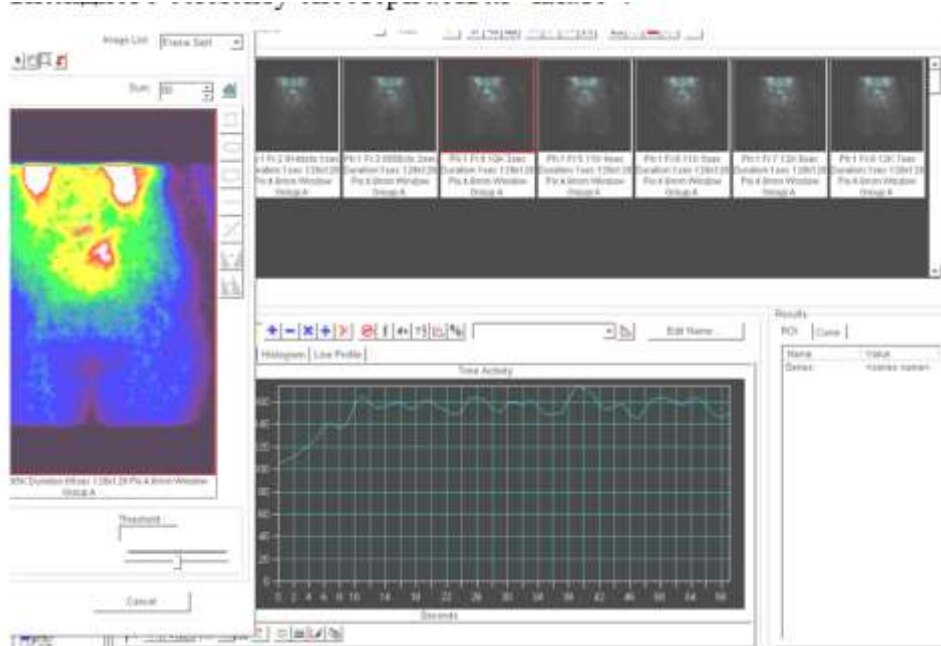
Фармакокінетика ^{153}Sm оксабіфору (динамічна сцинтиграфія та ангіографія). Ангіограма з метастазу в кістках таза з високою фіксацією РФП (рак простати)
